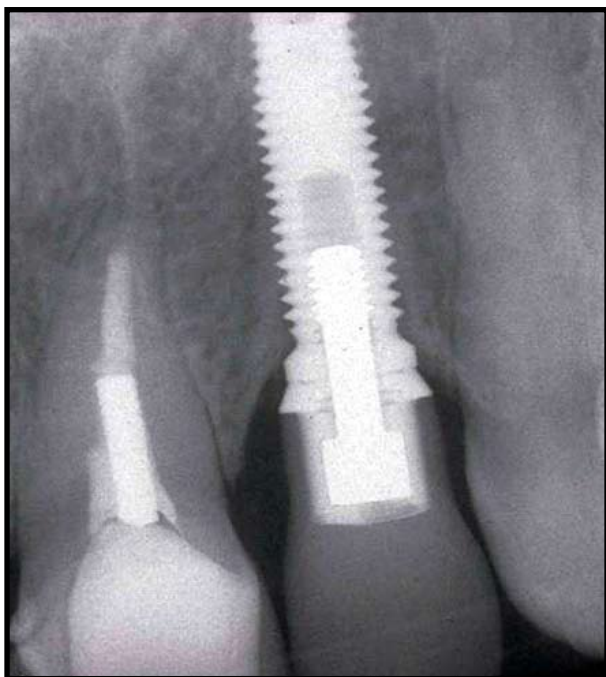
Radiografia periapical pós-operatória de 15 anos, mostrando a manutenção e estabilidade da osseointegração e a altura das cristas ósseas interproximais. Notar aumento da densidade óssea ao redor do implante.
